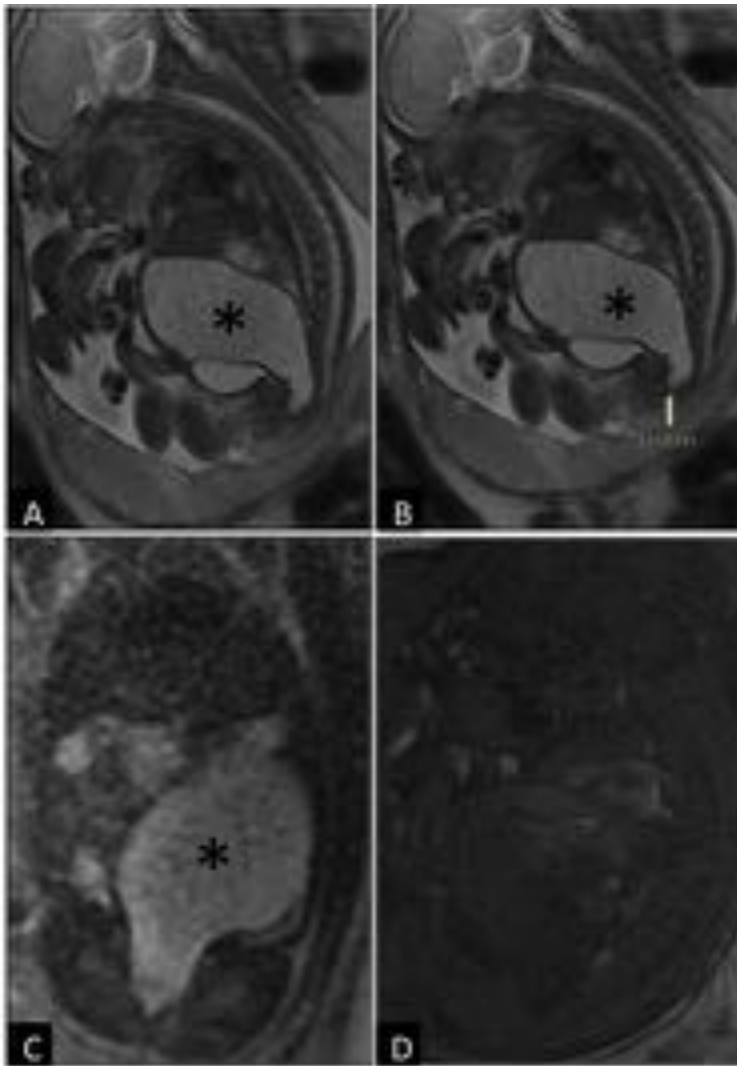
Atresia anorrectal baja en RM fetal de 24 Semanas de gestación. A. Sagital T2 SSFSE, B. Coronal T2 SSFSE y C. Sagital T1 SPGR. Ampolla rectal marcadamente distendida (*). Colon dilatado de forma retrógrada (flecha negra) sin identificar meconio en su interior. Intestino delgado de características normales.
